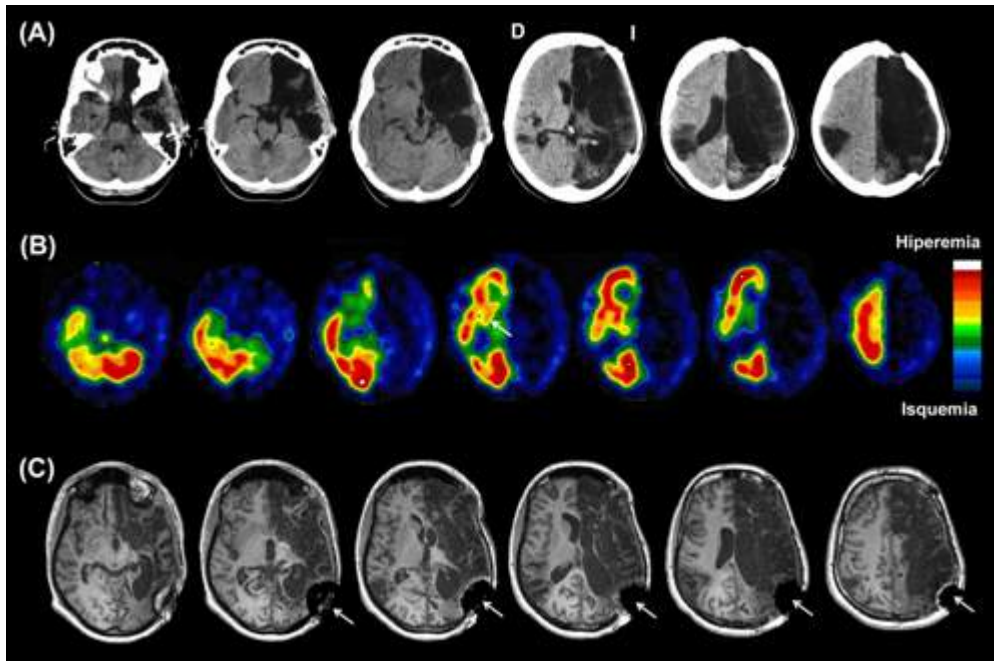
Estudis de neuroimatge (A: Tomografia computaritzada, B : SPECT, C : Ressonància magnètica-RM) realitzats 10 mesos després de l'infart, mostrant l'extensió de les lesions. Les petites fletxes a la RM són artefactes deguts a un implant metàl·lic de fixació quan es va recol·locar l'os cranial. D : hemisferi dret ; I: hemisferi esquerre.
